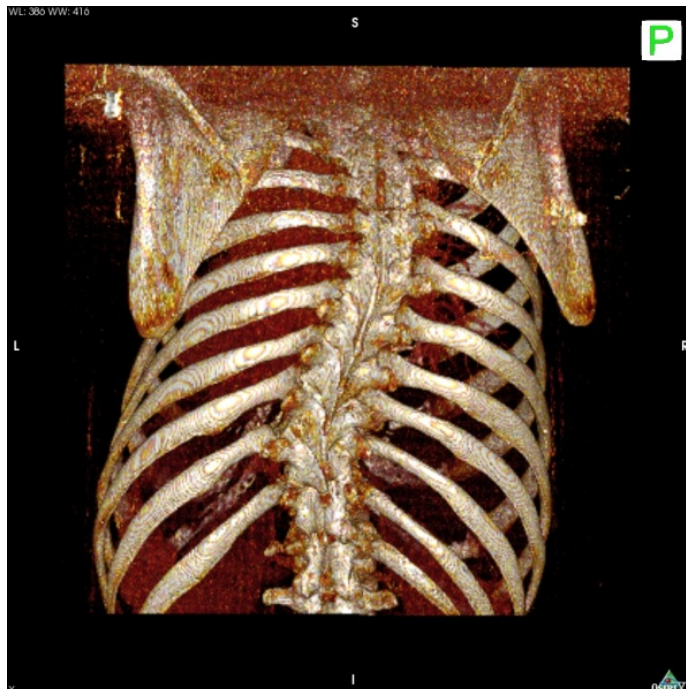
Estudio de TC de columna vertebral (imagen de arriba) y reconstrucción 3D (imagen de abajo).
